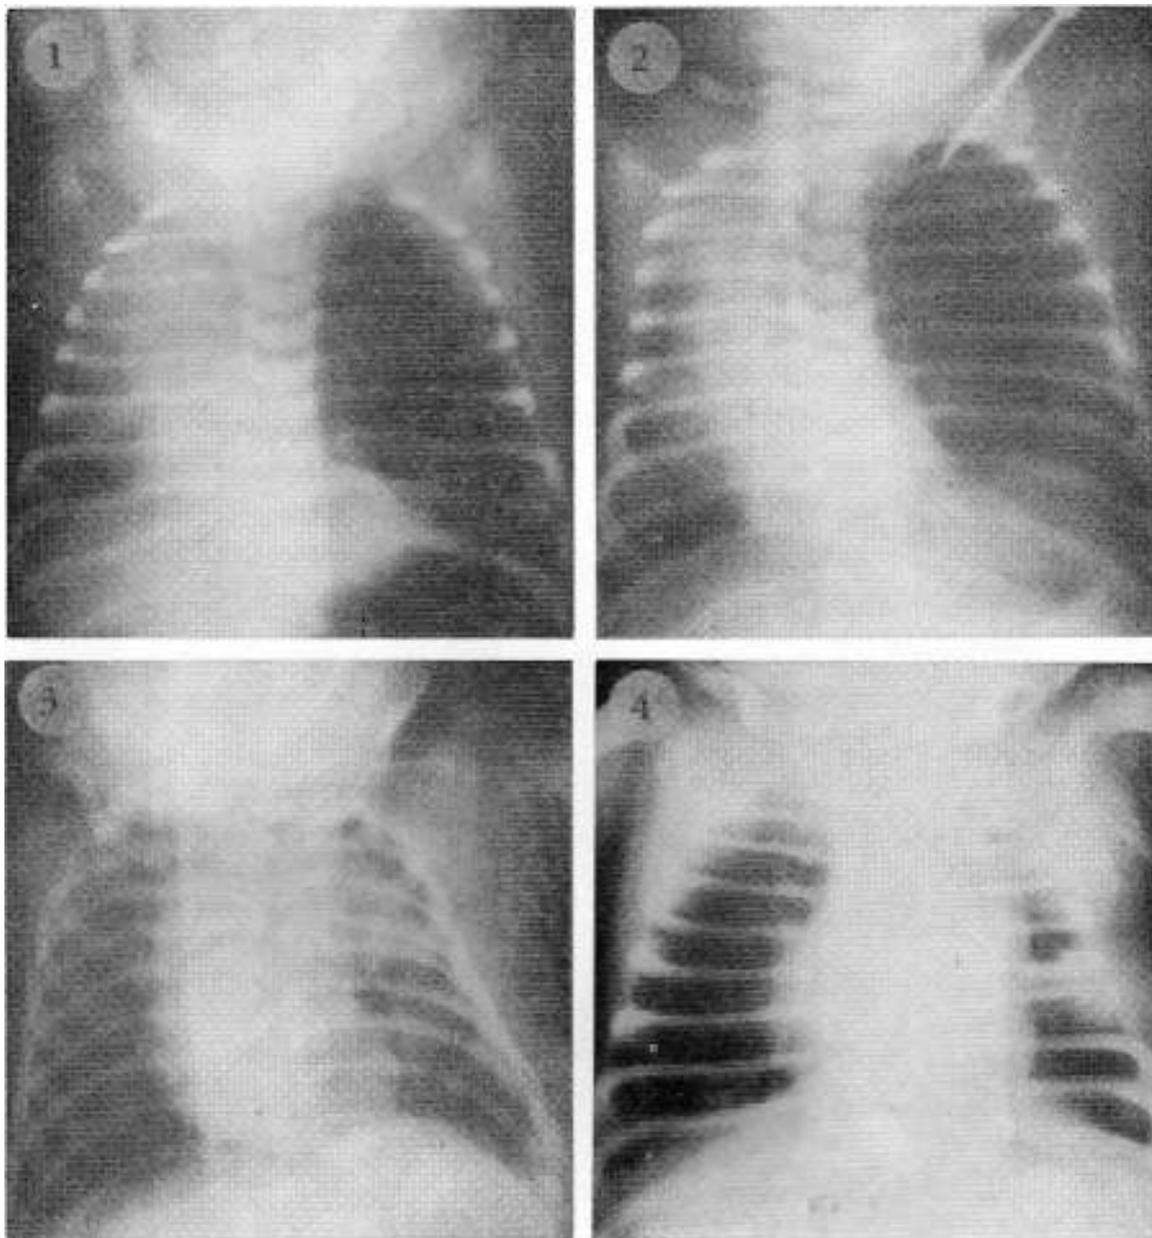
P.R. ♀ (25-V-70). Radiografía frontal de tórax cuando el paciente contaba 9 días de edad. Se observa la hiperclaridad del hemitórax izquierdo y la notable desviación del mediastino a la derecha. FIG. 2: P.R. ♀ (25-V-70). Radiografía efectuada el mismo día cuando por sospecha de un neumotórax se hizo punción pleural. Se ha sumado ahora un moderado neumotórax iatrogénico visible a nivel de la porción inferior del hemitórax izquierdo. FIG. 3: P.R. ♀ (26-V-70). Postoperatorio inmediato. Radiografía obtenida inmediatamente después en la intervención quirúrgica. El lóbulo inferior izquierdo se ha distendido adecuadamente y el mediastino muestra franca tendencia a ocupar su posición normal. FIG. 4: P.R. ♀ (29-V-70). Cuatro días después de la lobectomía el aspecto del tórax es muy semejante al normal.
